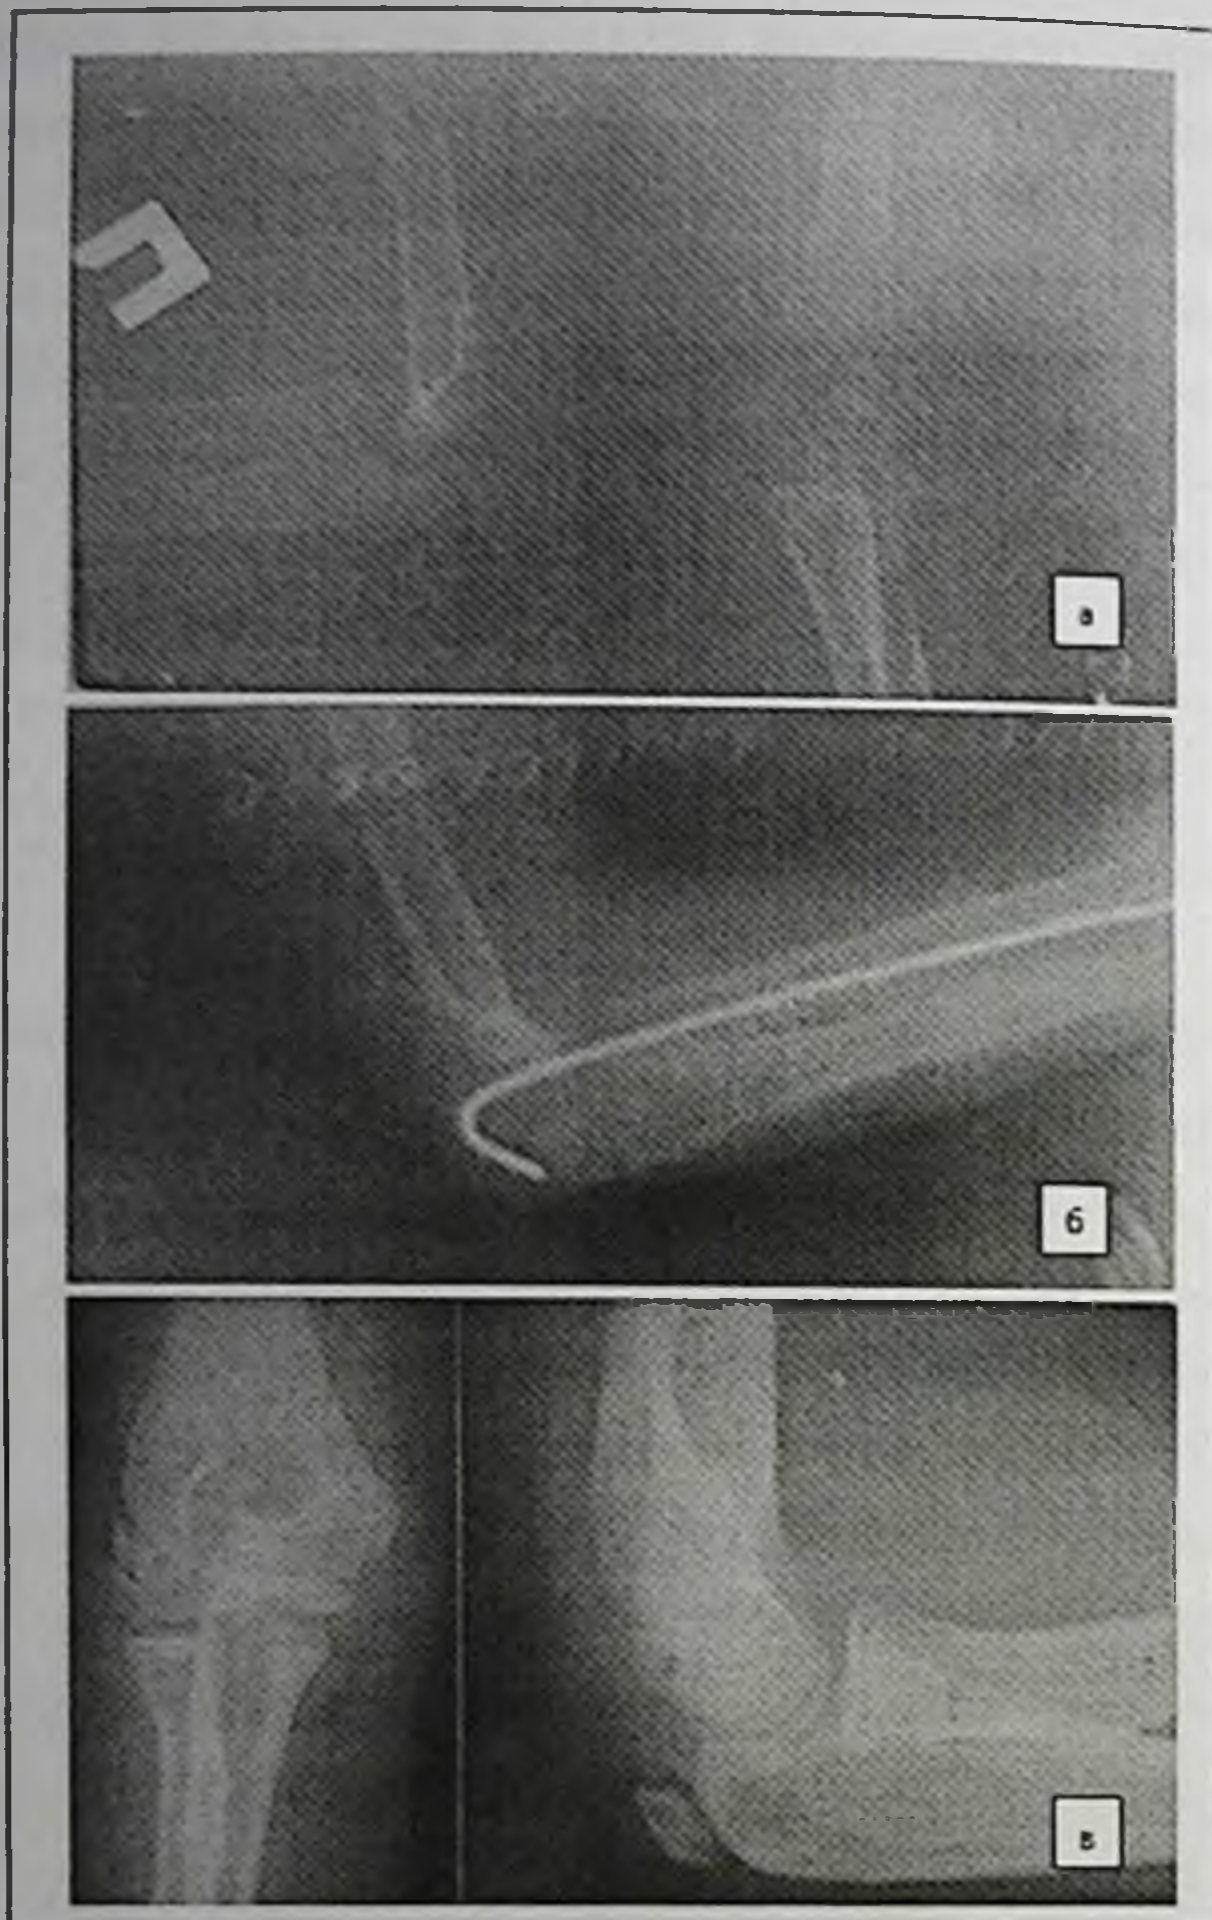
Рентгенограммы пациента С: а - при приеме, в - после репозиции ГЛ кости трансартикулярной фиксацией, с - результат отдаленного лечения, д - функциональные результаты лечения.
